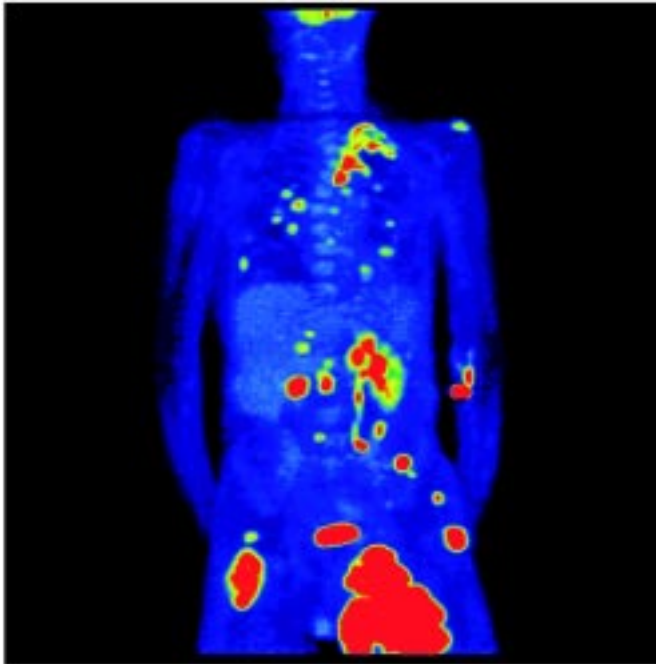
Результати ПЕТ–КТ дослідження пацієнта О.
